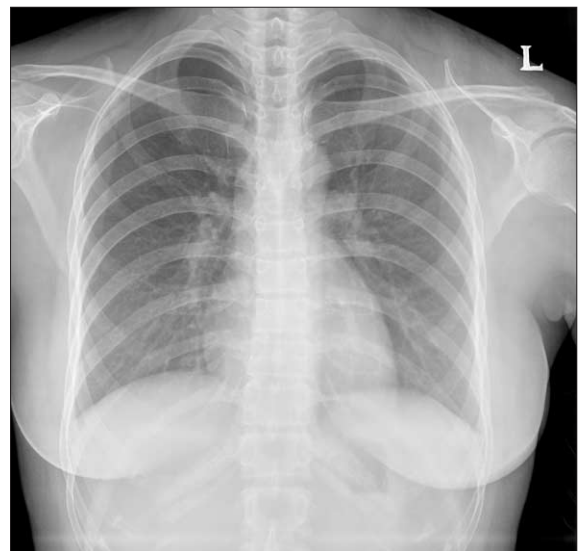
Preoperative chest P-A radiograph showing non-specific.
